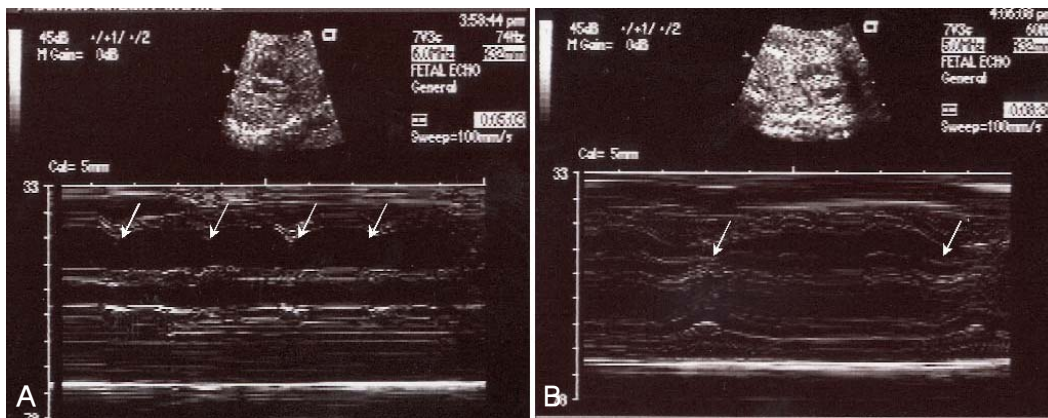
M-mode echocardiogram in gestational age 22 weeks shows different rates of 150 bpm in atrium (A) and 50 bpm in ventricle (B): complete heart block.
